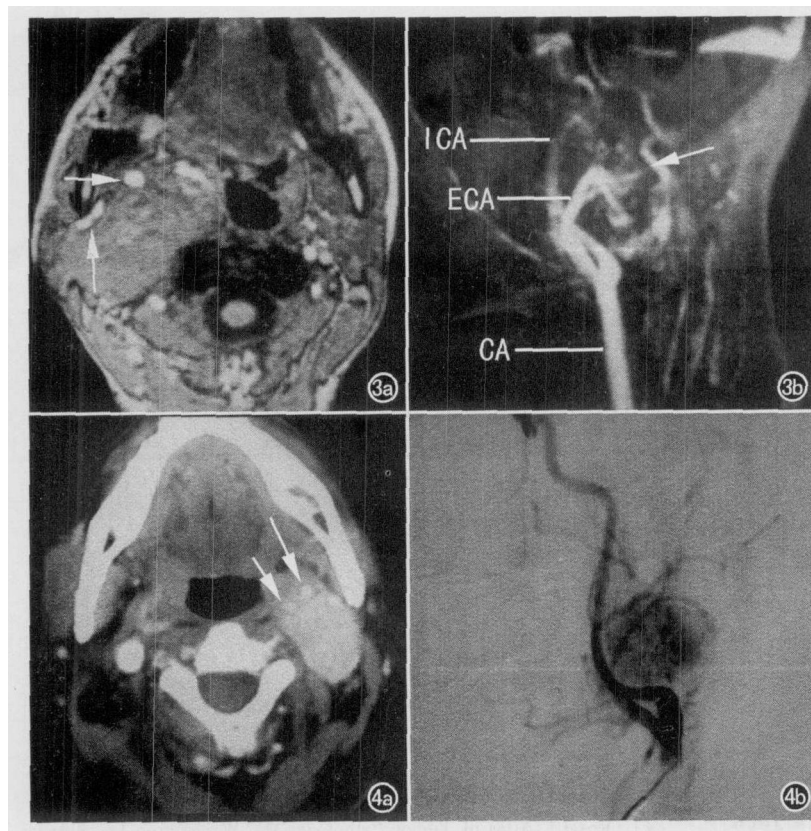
右侧迷走神经副神经节瘤。a) 颈内、外动脉被肿瘤推移至肿瘤的前外侧(箭); b) MRA 示颈内、外动脉受压前移, 后方见明显的肿瘤肿瘤滋养血管(箭)。图 4 左侧迷走神经副神经节瘤。a) CT 增强示肿瘤明显增强, 颈内、外动脉被推移至肿瘤的前内侧(箭), 肿瘤与大血管分界清楚; b) DSA 示颈内、外动脉被富血供肿瘤向前推移(箭)。
